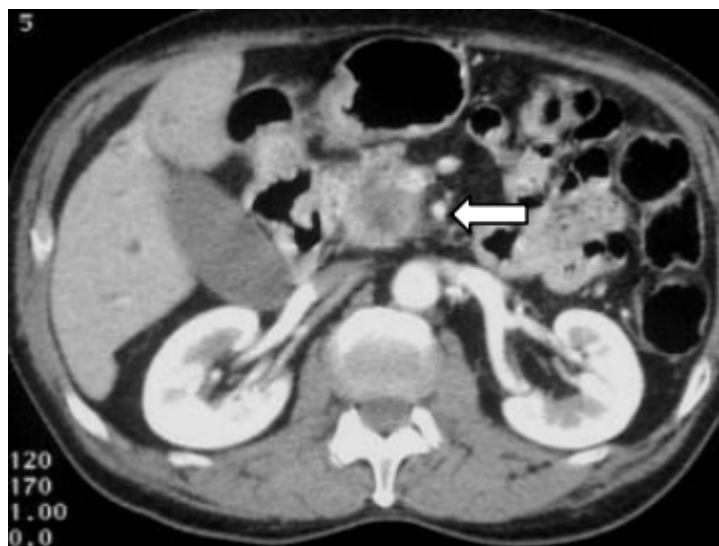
Adénocarcinome de la tête du pancréas en TDM ; masse hypodense de la tête du pancréas (flèche) [68].
